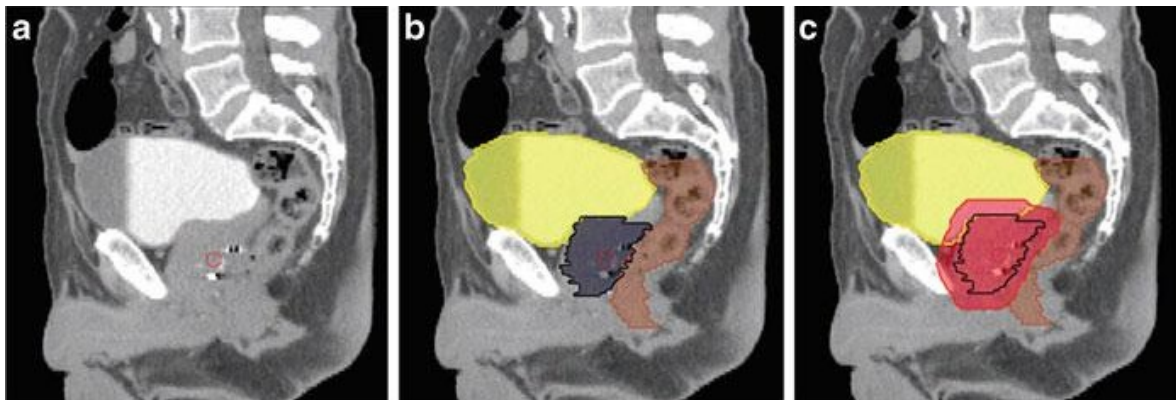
Vistas sagitais da pélvis masculina (a) da TC original com (b) sobreposição dos delineamentos da bexiga, reto e próstata e com (c) o PTV, definindo a área que irá receber a dose de radiação prescrita (32).
